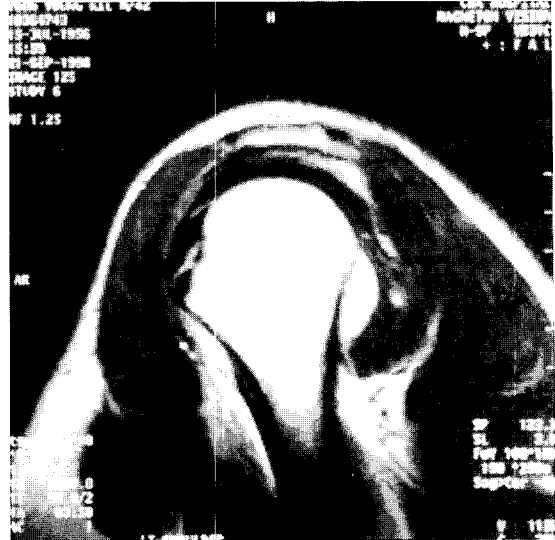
Sagittal oblique image of MRI shows that the joint capsule is detached from the humeral attachment.
